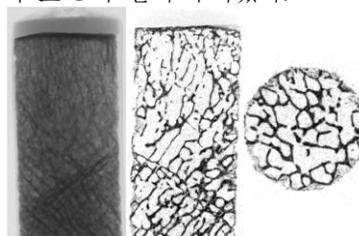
Micro-images taken from a micro-CT scan (Rt: x-ray transmission image, middle: sagittal image and Lt: cross section image).
